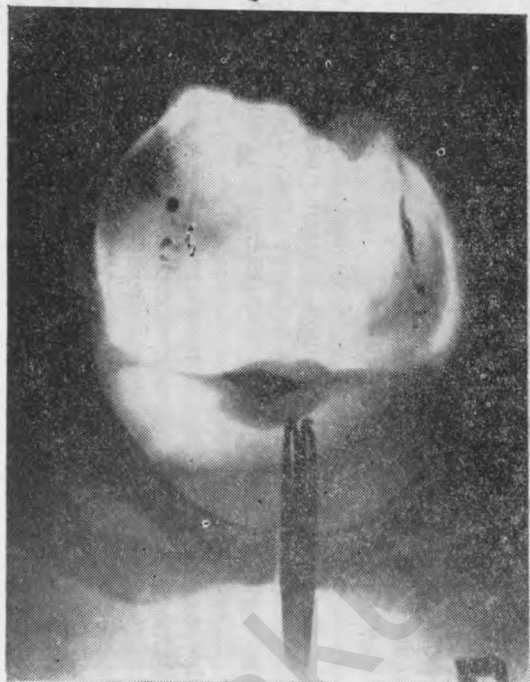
Рентгенологическая картина половых органов больных I группы (сагиттальный размер матки менее 40 мм).
